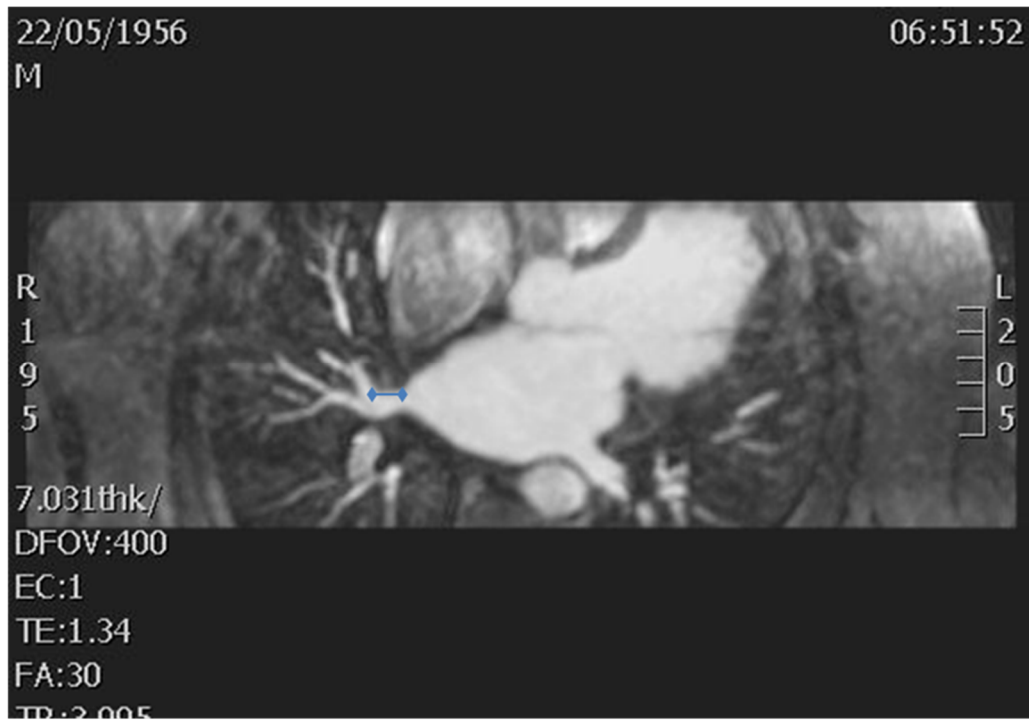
Secuencia angio-RM 3D en el plano axial oblicuo a nivel de una vena independiente para el lóbulo medio derecho. Medición de la distancia del *ostium* de la vena a su primera ramificación.
